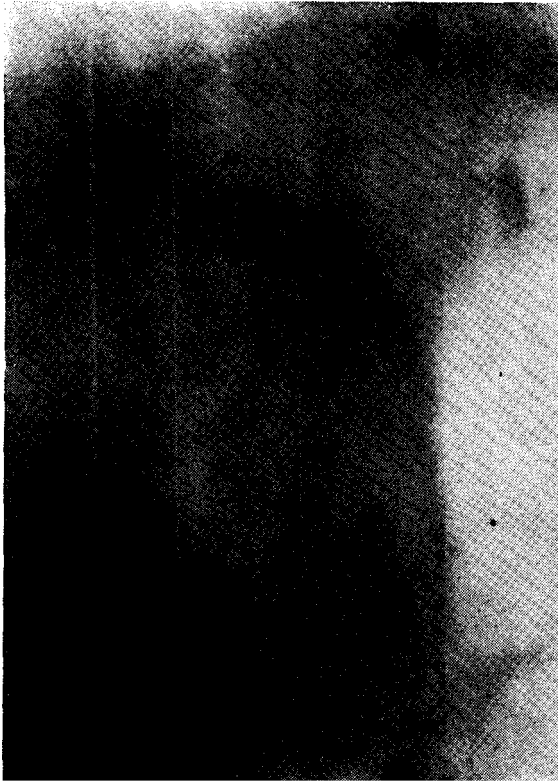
Тот же больной. Воковая томограмма после инфлюции ретроперитонеума и желудка демонстрирует отчетливое увеличение тени хвоста поджелудочной железы. Р = поджелудочная железа, V == желудок, L = левая почка. Смещается в гипогастральную область, в спину, в грудную клетку (рис. 122). Это постоянная, часто очень жестокая и агонизирующая боль. Вместе с болью почти всегда наблюдается тошнота и рвота; в начале бывает понос, позже скорее запор.
